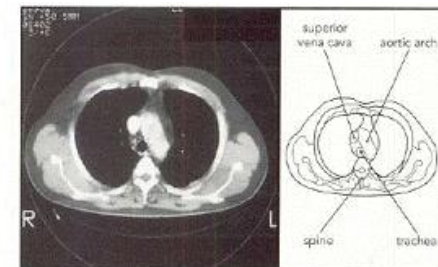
CT scan at the level of the aortic arch.
